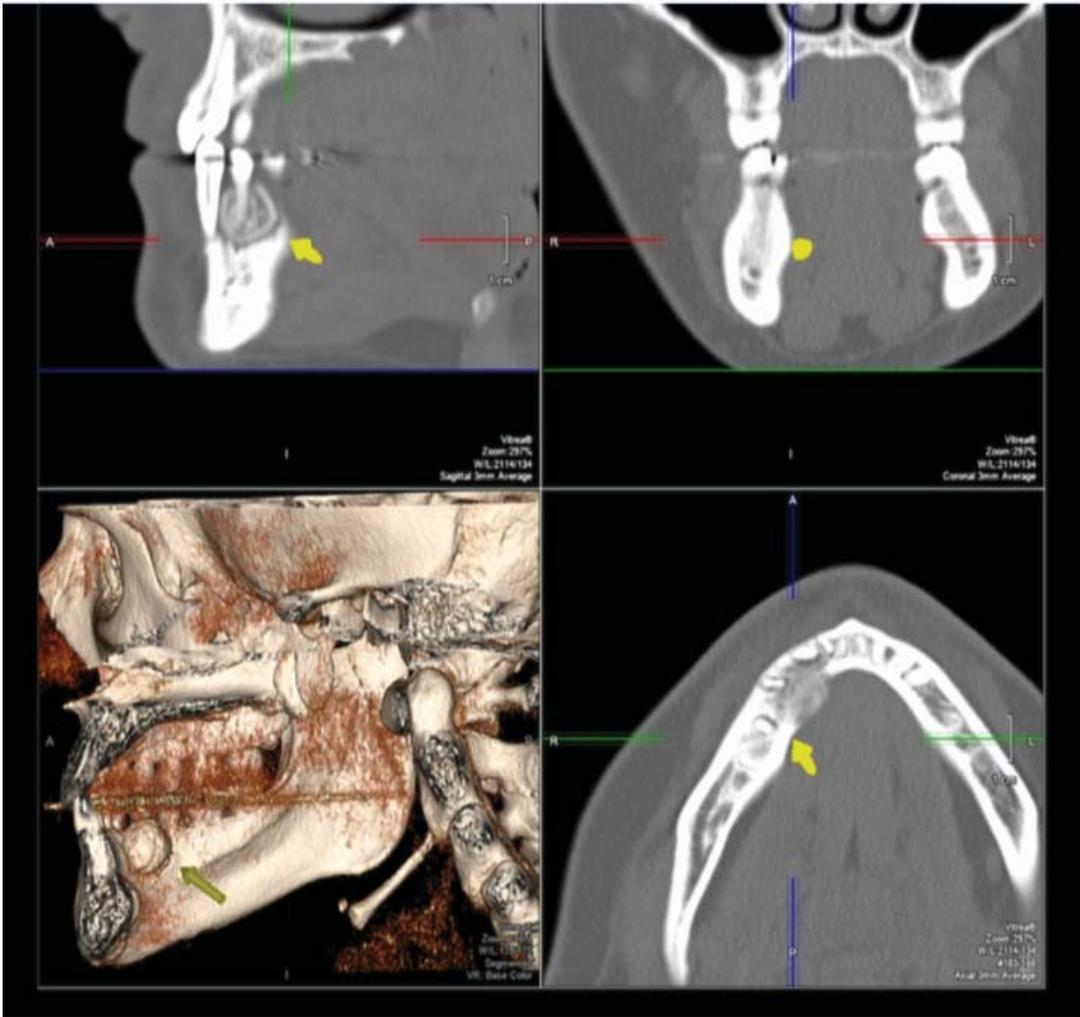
Tomografía computarizada y reconstrucción tridimensional de osteoblastoma mandibular.²³
